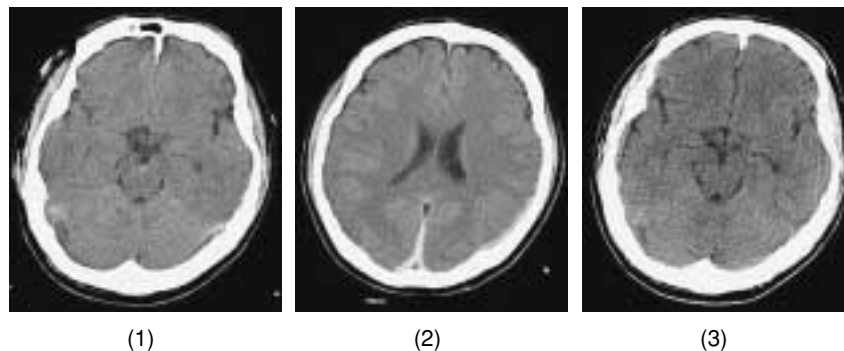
CT scan day 1 showing appearance of contusional hemorrhage in midbrain and interhemispheric subdural hematoma (SDH) (1, 2), and CT scan on day 21 (3) showed resolved midbrain contusion
